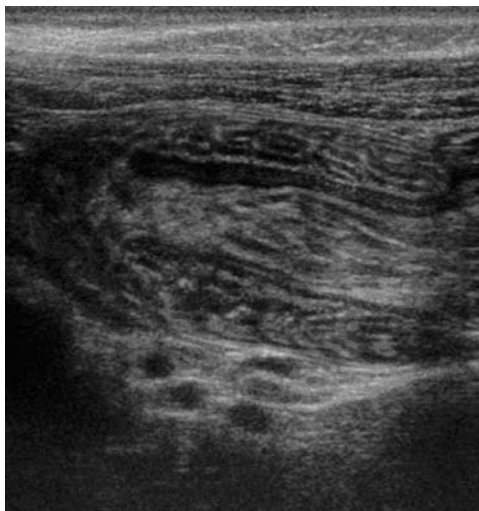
Application des hautes fréquences ultrasonores à l'imagerie des anses intestinales dans un cas d'occlusion intestinale. Noter la différenciation des couches constitutives.
